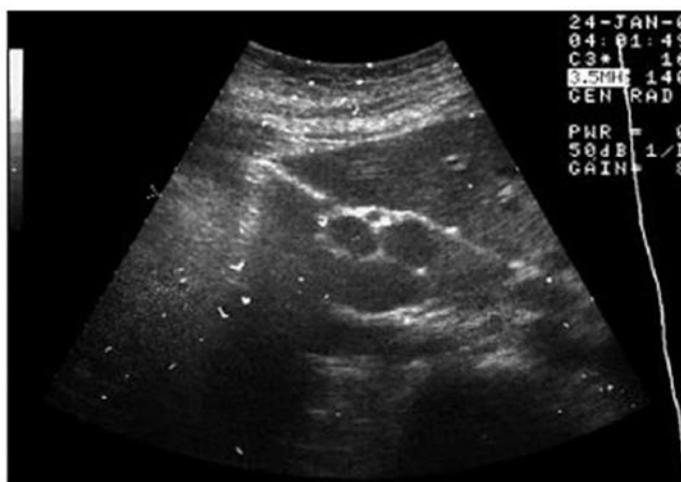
УЗИ - картина туберкулеза лимфатических узлов брюшной полости
